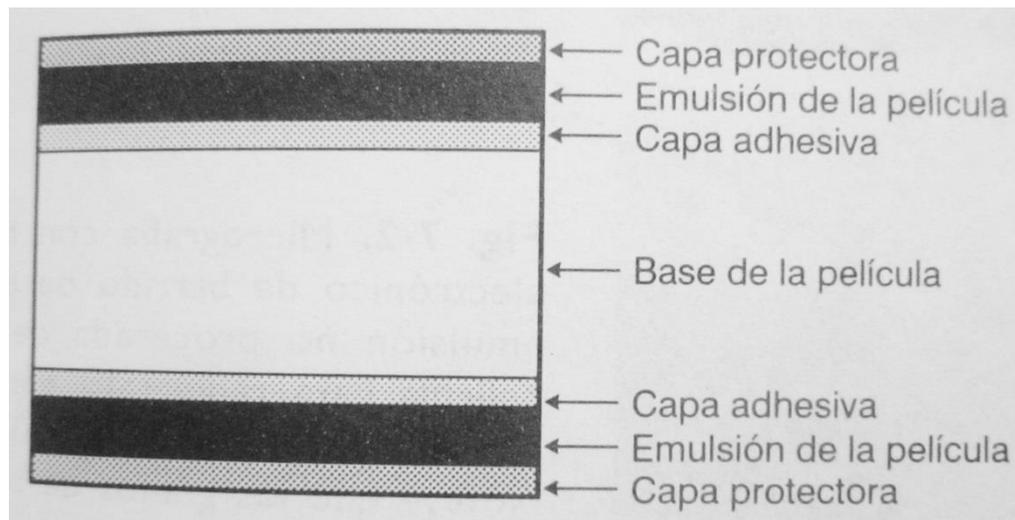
Componentes de la radiografía dental.
